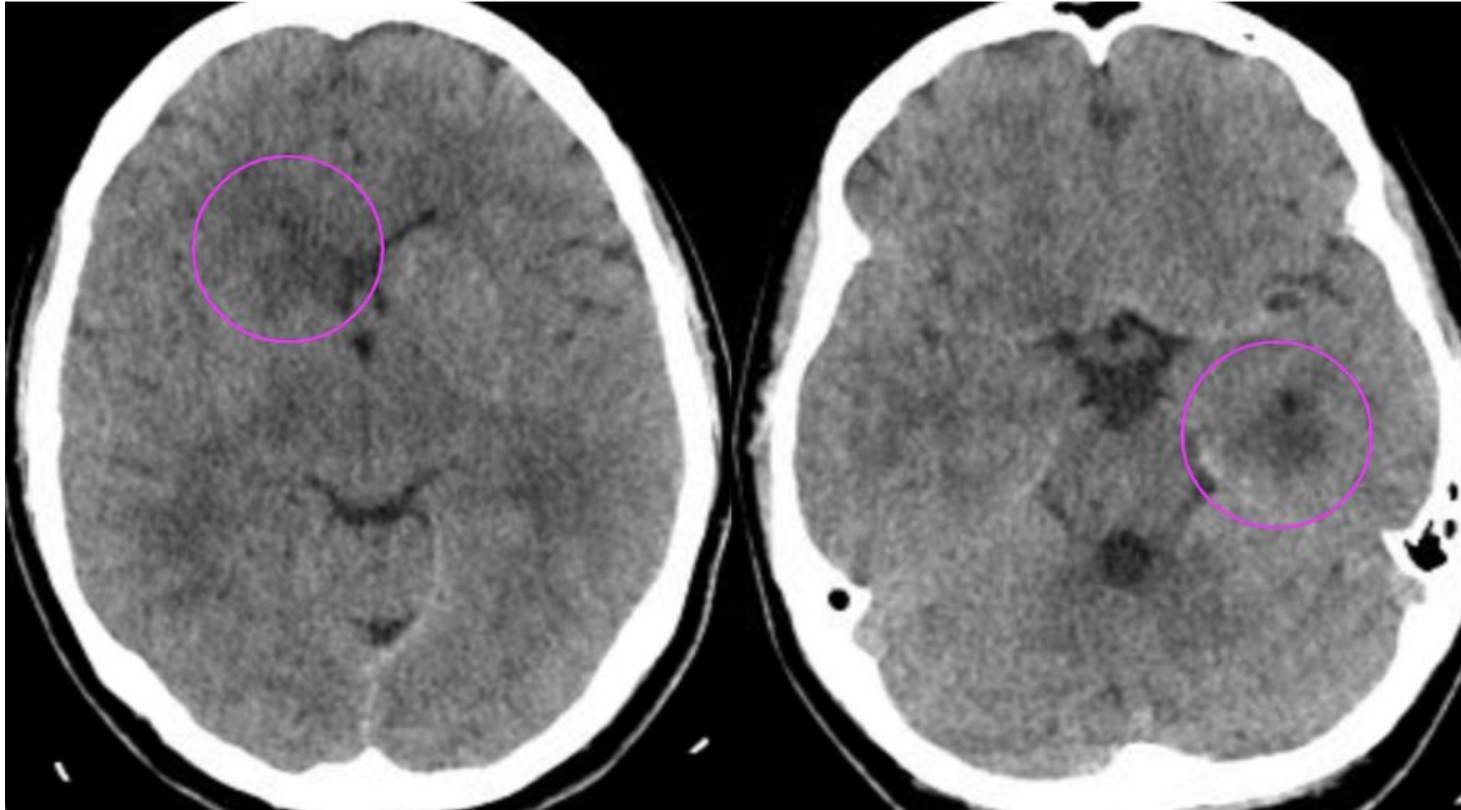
Misma paciente. Tomografía computarizada (TC) sin contraste realizada tres meses después; muestra numerosas áreas hipodensas que afectan a la sustancia blanca-sustancia gris de varias zonas (círculos rosas), no presentes en la tomografía computarizada anterior.
